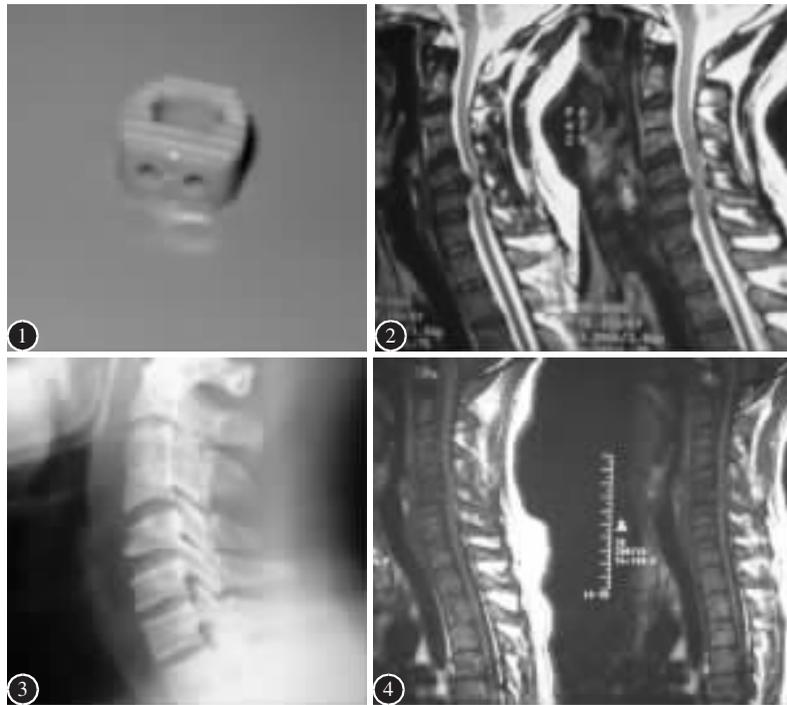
PEEK 椎间融合器 图 2 术前颈椎侧位 MRI 片(T2)示 C5/6 椎间盘突出,脊髓受压 图 3 术后颈椎 X 线侧位片示颈椎序列正常,椎间隙高度恢复正常 图 4 术后颈椎侧位 MRI 示颈椎序列恢复正常,脊髓压迫解除
